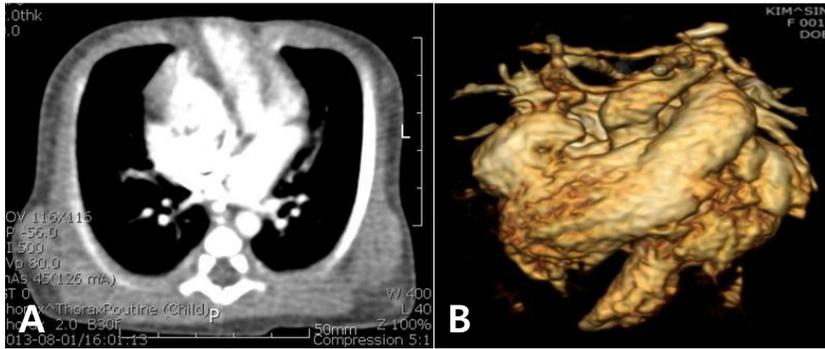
The Abdominal CT shows evagination of cardiac apex through dehiscence chest wall (A) and left ventricular diverticulum (B).
